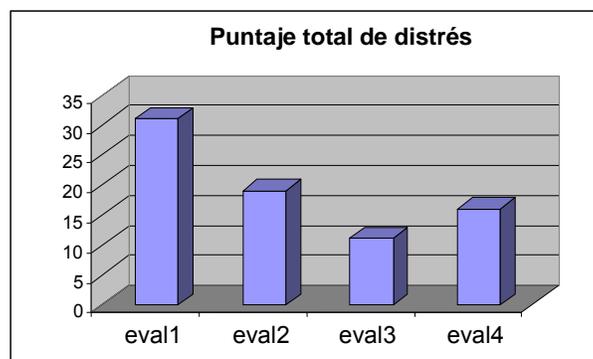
Puntaje total de distrés en cuatro evaluaciones en paciente IRM.
